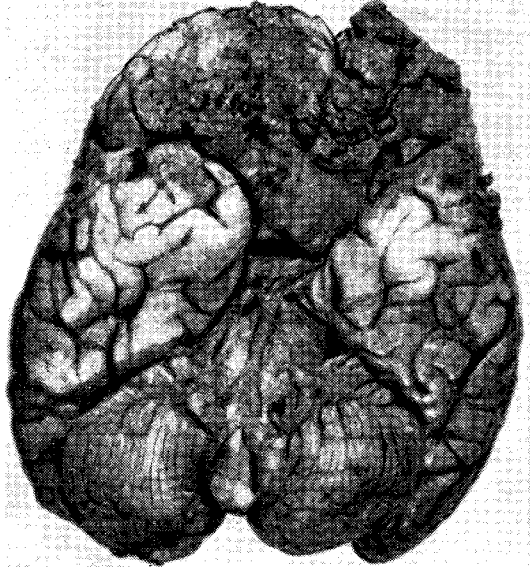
Обширные контузионные очаги на основании и в полюсах лобных и височных долей, сопровождающиеся разрывом мягких оболочек и излиянием крови в субарахноидальное и субдуральное пространство.
